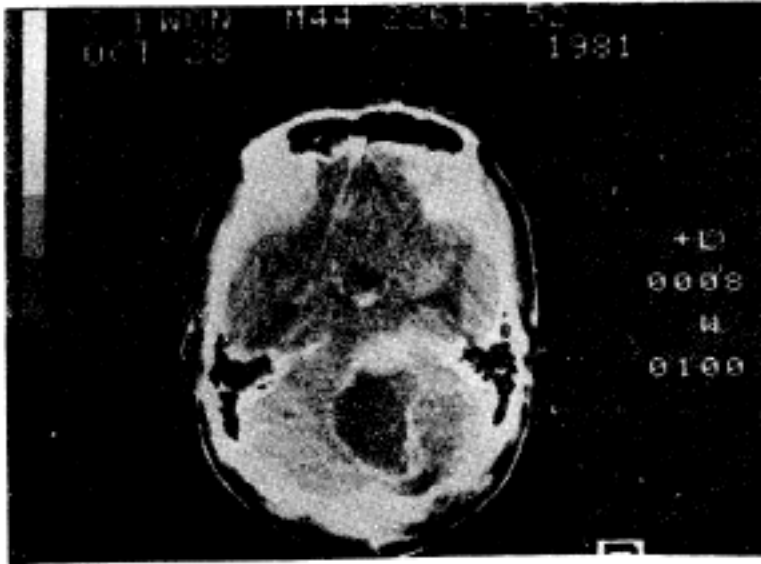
Computerized tomography of the brain (case 3). The right cerebellum shows a cystic lesion with enhanced wall. It has a mural nodule.
